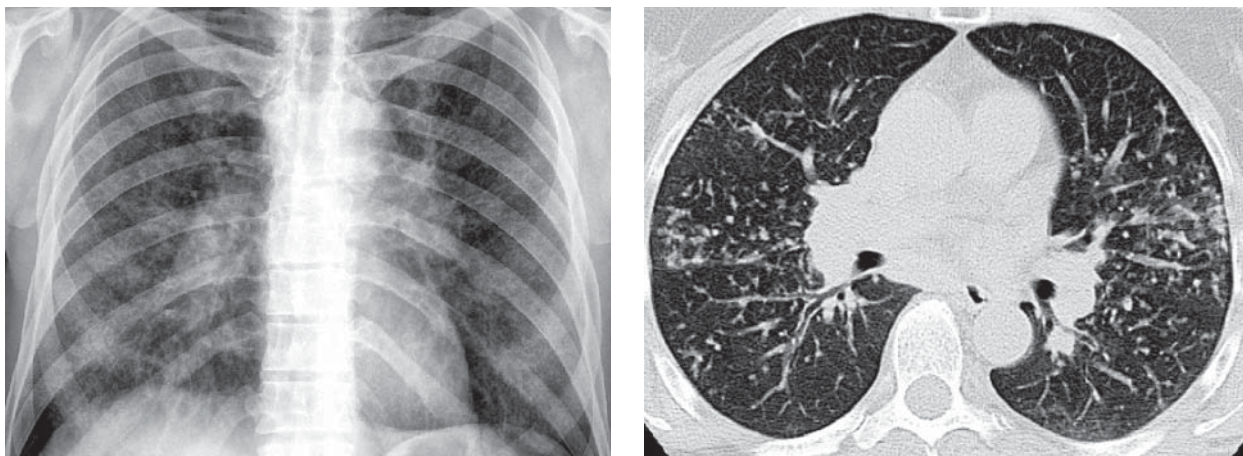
Саркоидоз органов дыхания II стадии (РГ и КТ): двусторонняя прикорневая лимфаденопатия в сочетании с поражением паренхимы
